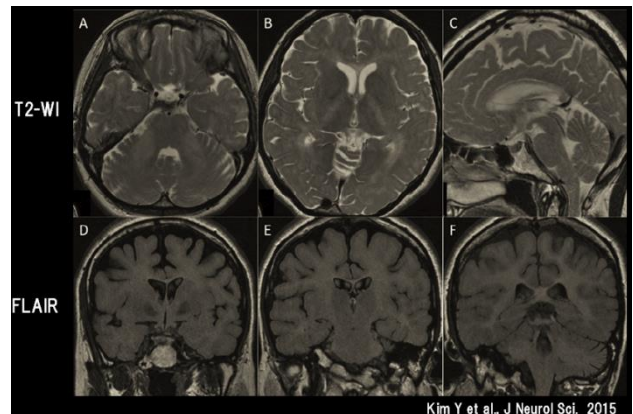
PLP1* 変異症例の43歳時のMRI画像<sup>2)</sup>
